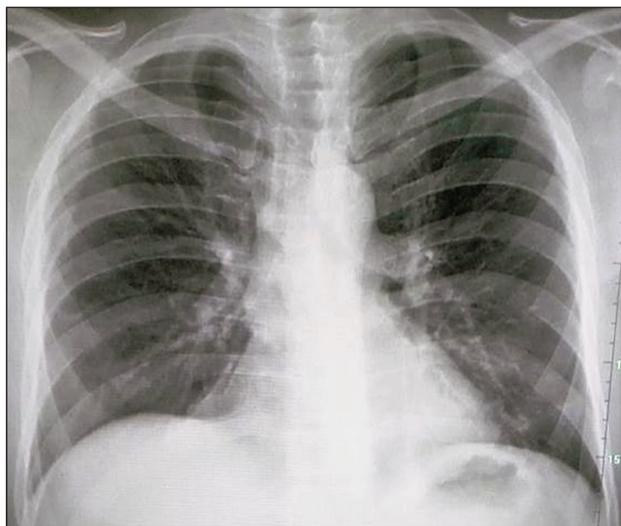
Пациент К. Рентгенография органов грудной клетки от 10.02.15 г. Легкие и сердце в пределах нормы.
